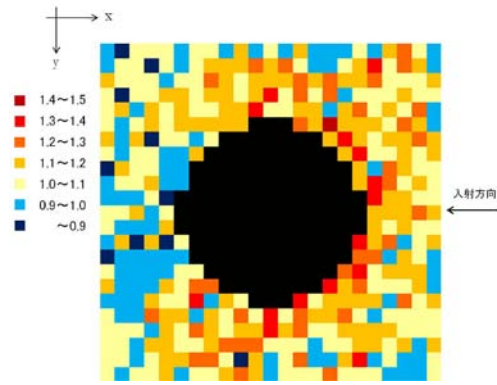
インプラント近傍の線量分布 (6MV-X線)
